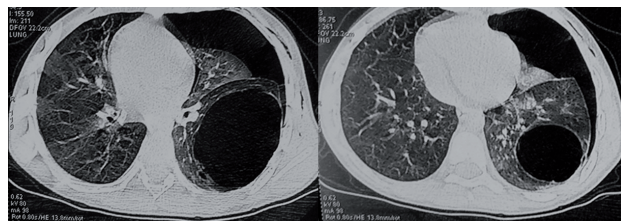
(a, b) : CT scan in lung window shows a cutaneous emphysema, a large pneumothorax in the left side with well defined capsulated and thin walled cavity occupying left lower lobe(a) , a marked shift of mediastinum to theright side
